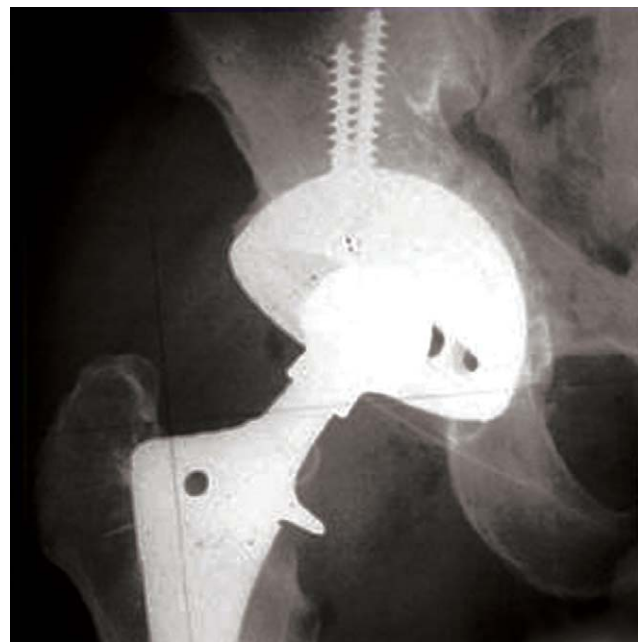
A radiograph shows acetabular reconstruction using 67 mm jumbo porous-coated components.
